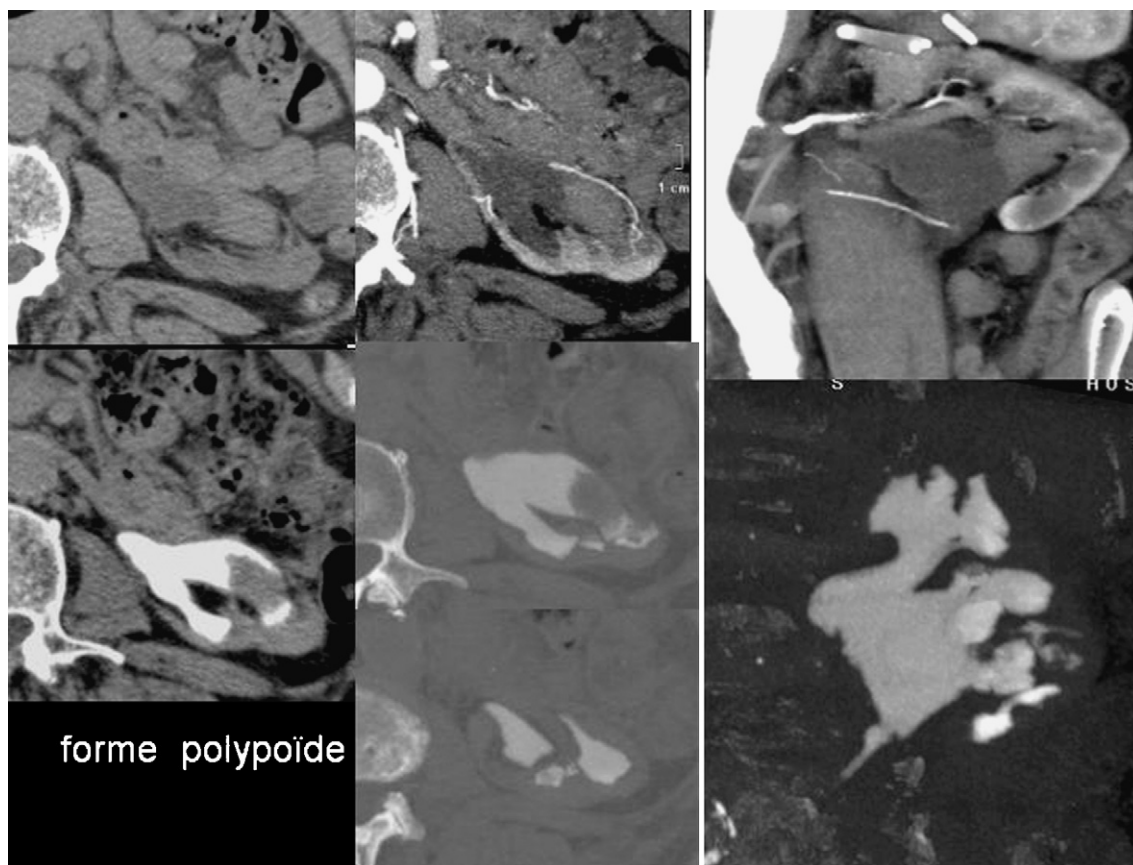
Uroscanner : bilan d'une hématurie. URO-TDM. TDM avec injection de produit de contraste au temps mixte néphrographique et excrétoire. Formation polypoïde des cavités pyélocalicielles gauche.
